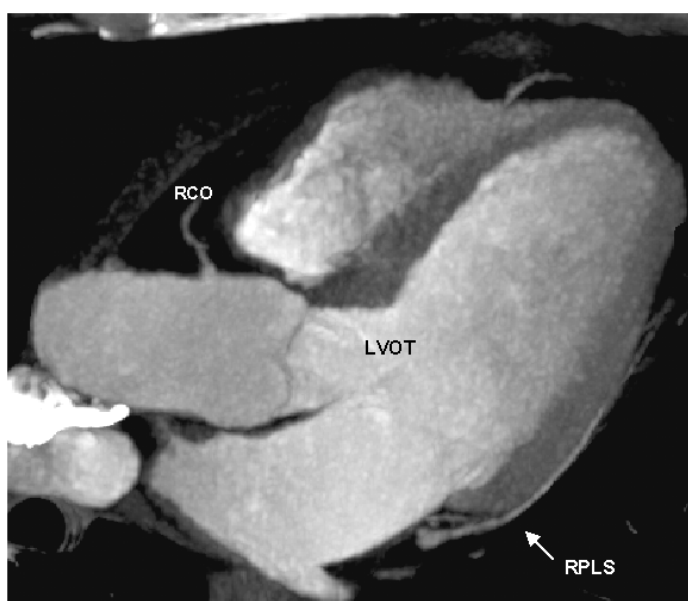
Kontrastunterstütztes Spiral-CT im Rahmen einer CT-Koronarangiographie mit einer Kollimation von 4 x 1 mm in MIP-Rekonstruktion. Angulation der axialen Projektion zur Darstellung des LVOT. Beschriftungen: RPLS: Ramus posterolateralis sinister; RCO:Ramus Coronarius.*
